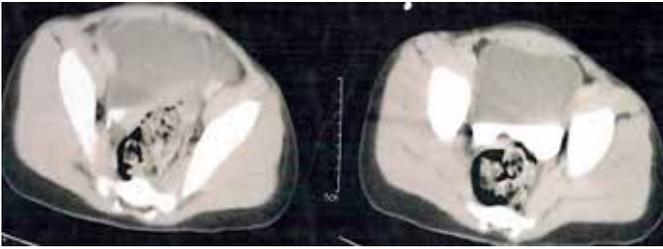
Tomografía computarizada de abdomen y pelvis.
